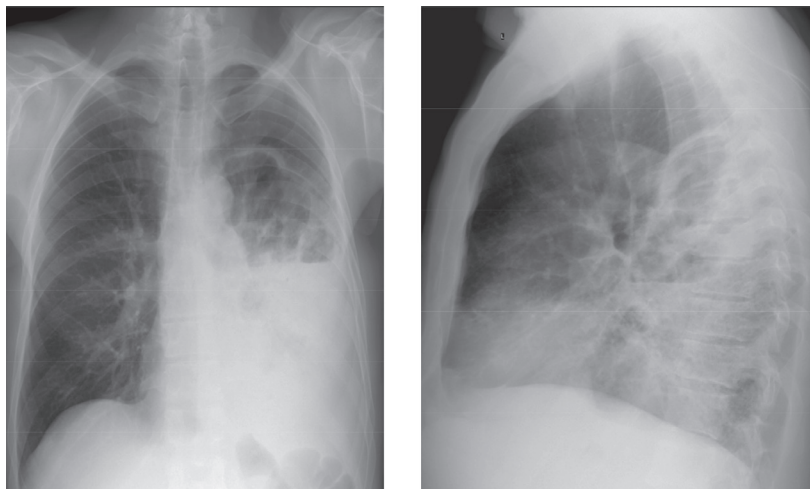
Рентгенография органов грудной клетки (15.03.2016): левая нижняя доля резко уменьшена в объеме, а ее большая часть интенсивно затемнена и находится в состоянии ателектаза. Лишь верхушка S6 буллезно изменена. При сравнении с представленным снимком от 21.02.2016 объемное уменьшение нижней доли слеваросло, средостение сместилось влево, а левая половина диафрагмы приподнялась. Верхняя доля левого легкого и правое легкое чистые, прозрачные. Реберно-диафрагмальные синусы слева не разворачиваются. Заключение: фиброателектаз нижней доли слева
